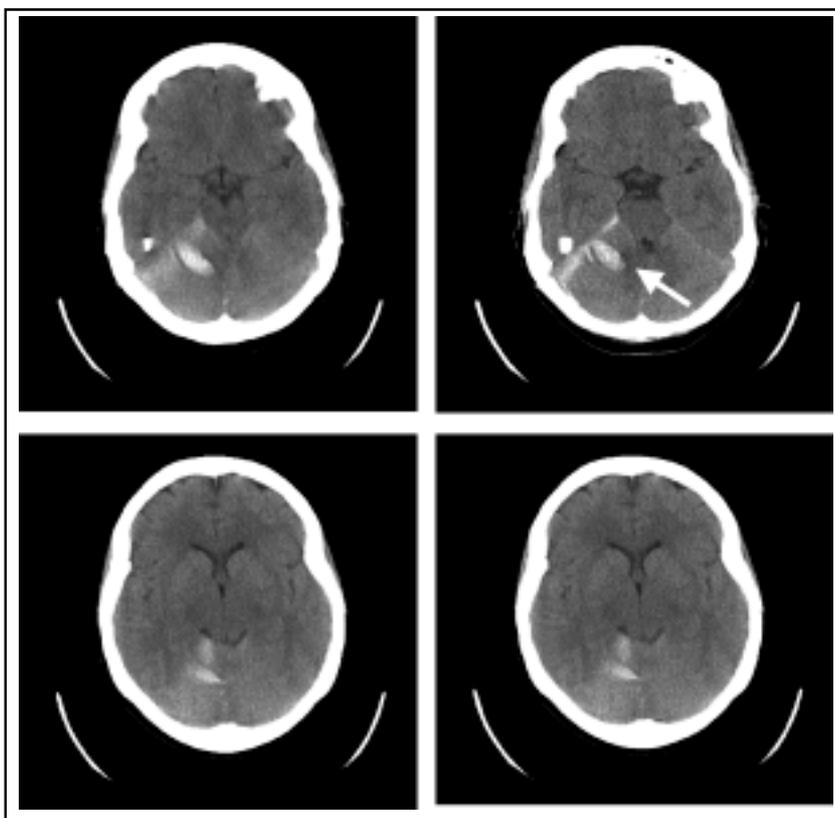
En la tomografía axial computada de cerebro sin contraste se evidencia una zona de contraste espontáneo en la tienda del cerebelo, lado derecho, compatible con una hemorragia subaracnoidea. La localización sugiere la existencia de un aneurisma o malformación vascular (flecha).
